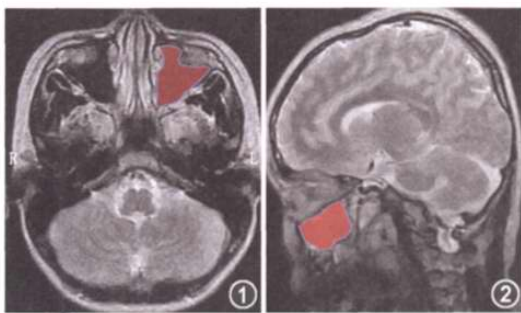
5 岁男性患儿轴位 MRI T1WI 可见上颌窦气化,测量左侧上颌窦最大面积(红色区域) 图 2 7 岁女性患儿矢状位 MRI T2WI 可见上颌窦气化,测量左侧上颌窦最大面积(红色区域)
